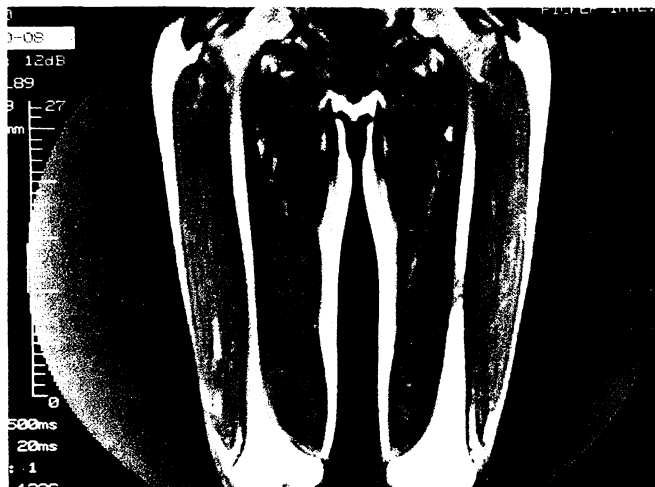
MRI: Knochentumor mit Kortikalisverdickung und Knochenmarkbeteiligung Femurdiaphyse links
